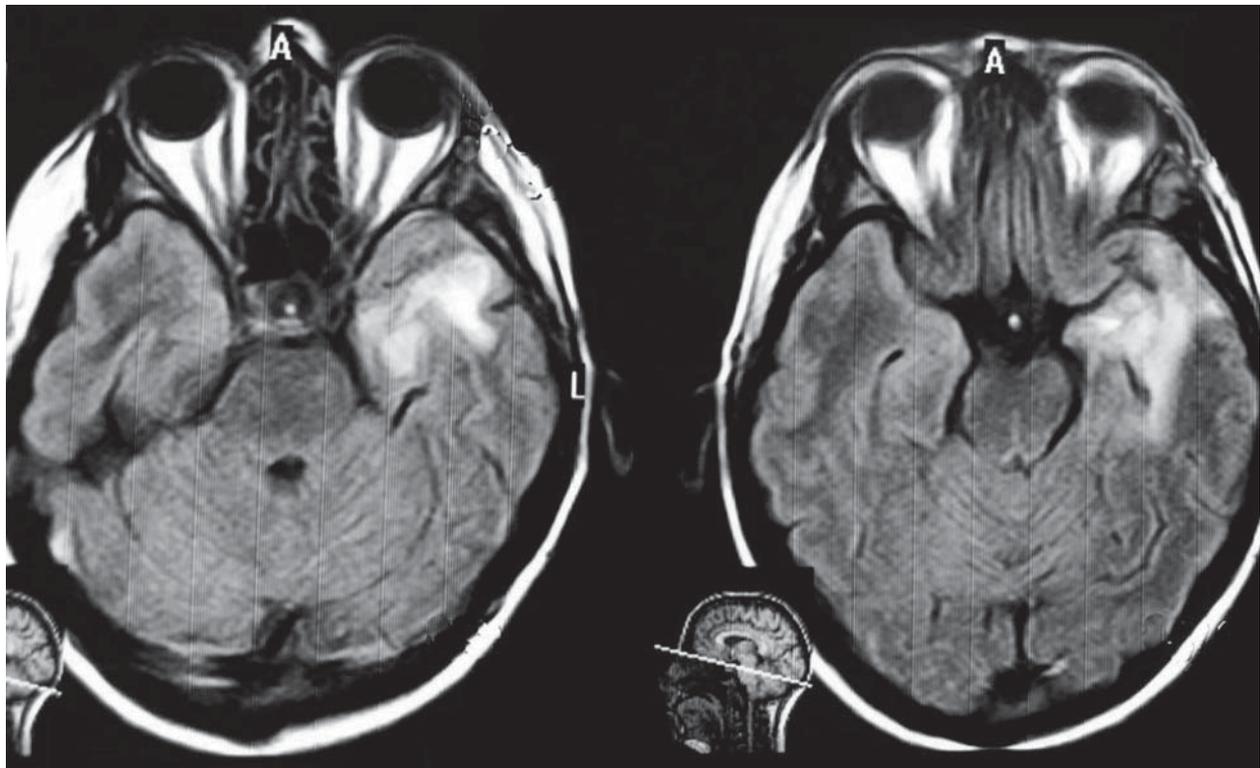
Магнітно-резонансна томограма головного мозку пацієнтки П. у горизонтальній проекції в режимі FLAIR, яка демонструє гіперінтенсивне пухлиноподібне вогнище в одній зі скроневих часток, оточене зоною набряку
